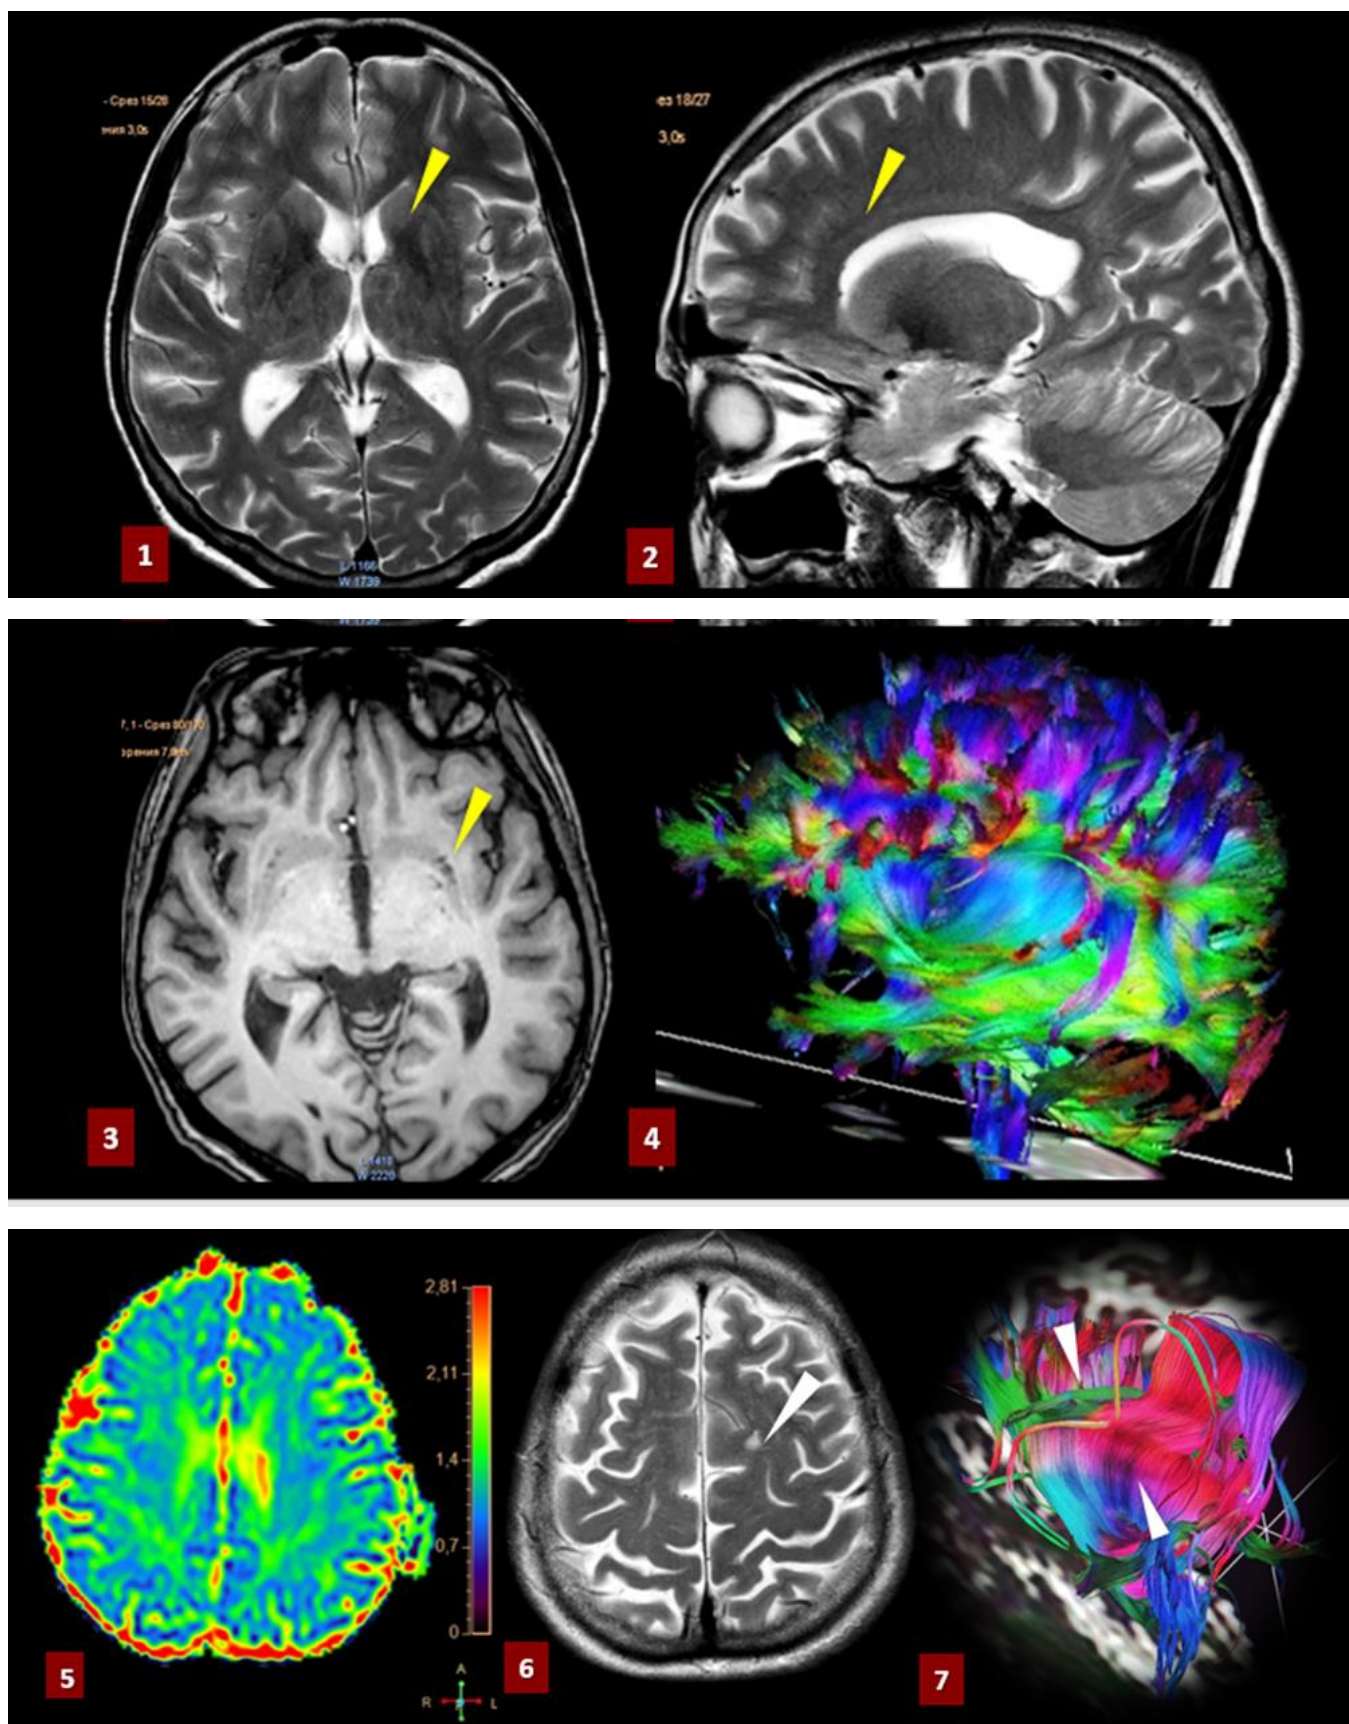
МРТ (АХТ, T_2 WI, DTI fiber trac) пацієнтки Я. ГІПВГБРГМ (1,2); РПВП (3); ГІГБРГМ 5,2 мм (5,6) зі збереженими волокнами провідних трактів головного мозку (4,7). Сума балів ТХМСр дорівнює 5. Fazekas scale – 0 gr.
